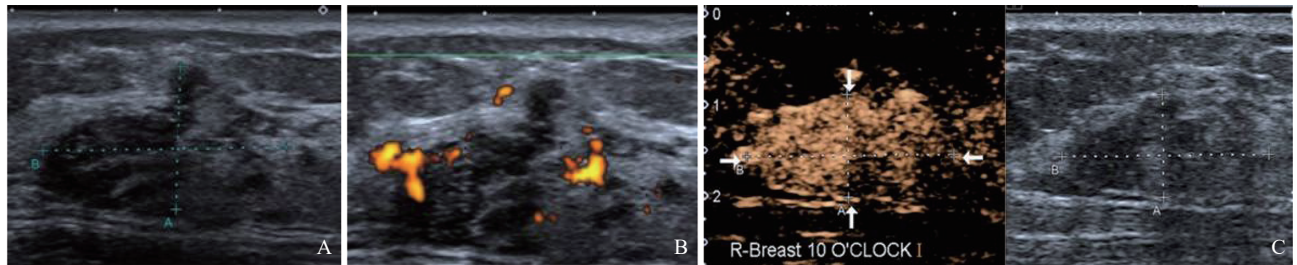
典型病例1(患者, 女性, 50岁, 非高级别DCIS)的超声图像
